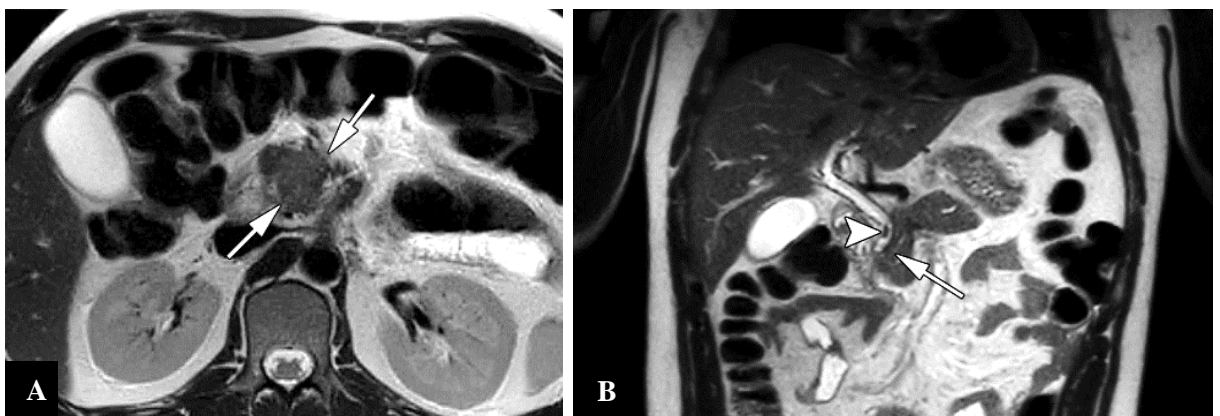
PAI de type 2. (A) L'image IRM axiale pondérée en T2 objective une masse mal définie de signal intermédiaire (flèches). (B) image IRM coronale pondérée en T2 montre un rétrécissement du CPP traversant la masse (flèche), associé à une sténose focale du bas cholédoque (pointe de flèche) (264).
